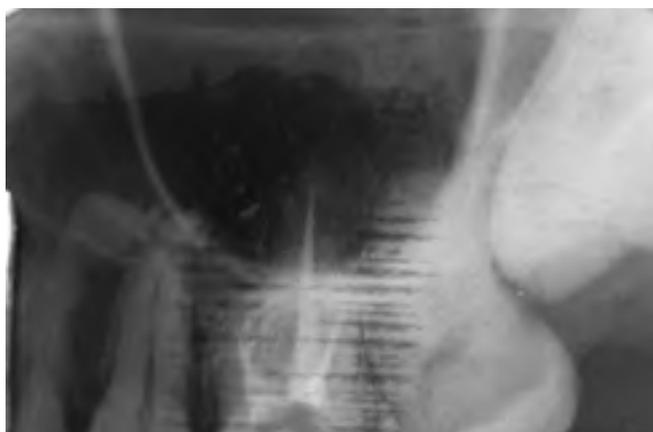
Рентгеноконтроль пломбирования корневых каналов
